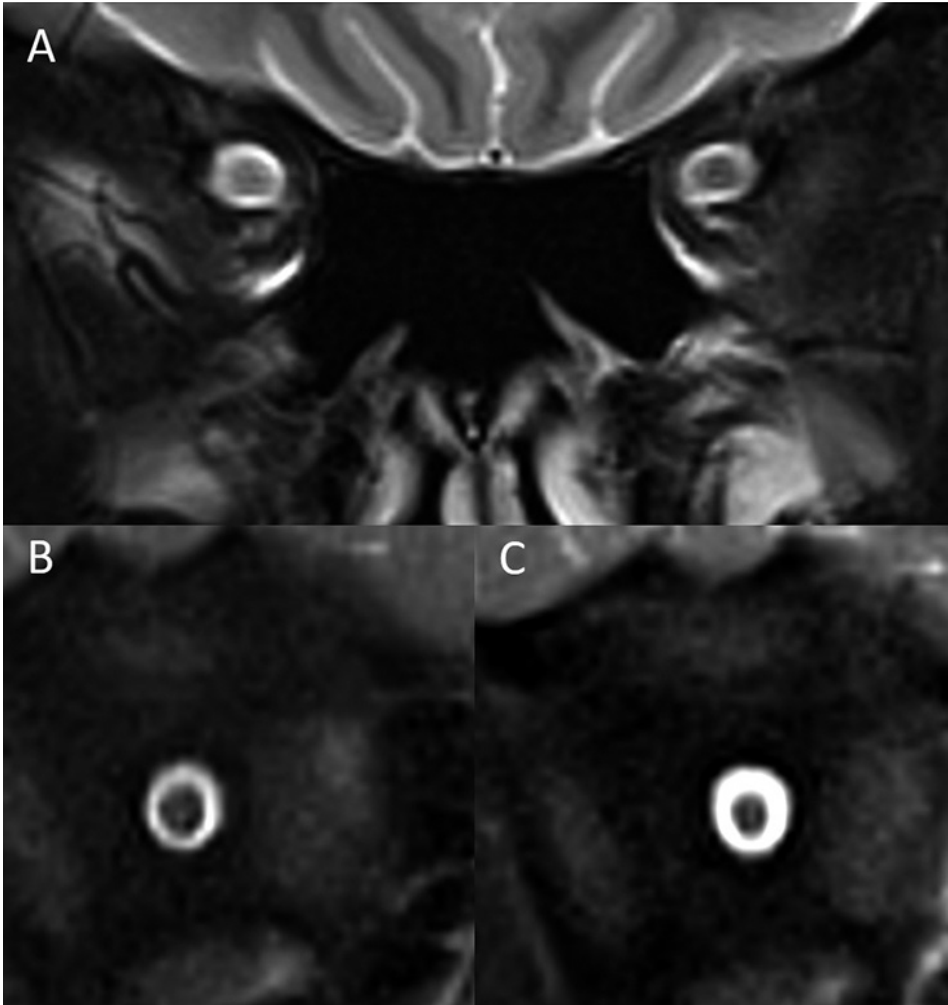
RM (imagen ponderada en T2 con supresión grasa) del NO en la fase aguda de una neuritis óptica derecha (flecha en A). La obtención de secuencias *half-fourier-acquired single-shot turbo spin echo* (HASTE) de alta resolución muestra el grosor del nervio óptico en el plano coronal al inicio de los síntomas (B) y como este se reduce 12 meses más tarde reflejando el desarrollo de atrofia (C).
